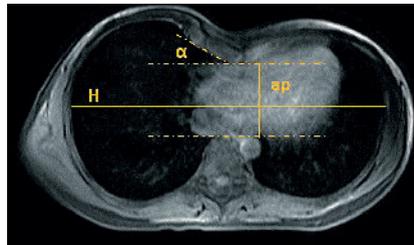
MRT-Bild bei Trichterbrust. Hilfslinien zur Berechnung des Haller-Index und des Sternumwinkels α sind eingezeichnet. Der Haller-Index berechnet sich als $HI=H/ap$ und liegt in diesem Beispiel bei 4,3.
